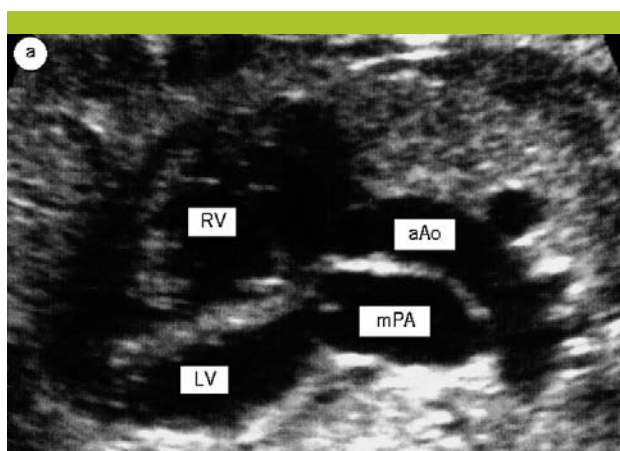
Transposition des gros vaisseaux : échocardiographie fœtale à 16 semaines
